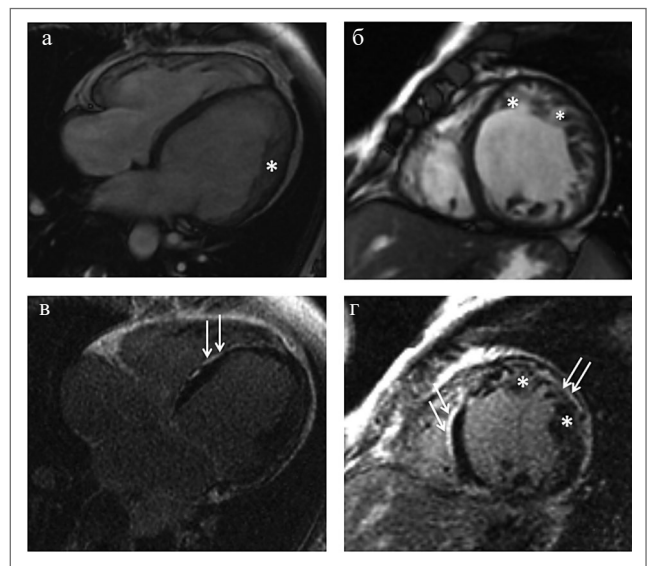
МРТ сердца в кино-режиме, SSFP-последовательность: а – длинная ось, четырехкамерная проекция; б – короткая ось; *слой НМ толщиной до 18 мм; в–г – отсроченное контрастирование, IR-последовательность с подавлением сигнала от миокарда. Стрелки указывают на протяженные участки субэпикардального контрастирования (некоронарогенной природы) в перегородочных и переднебоковых сегментах.
